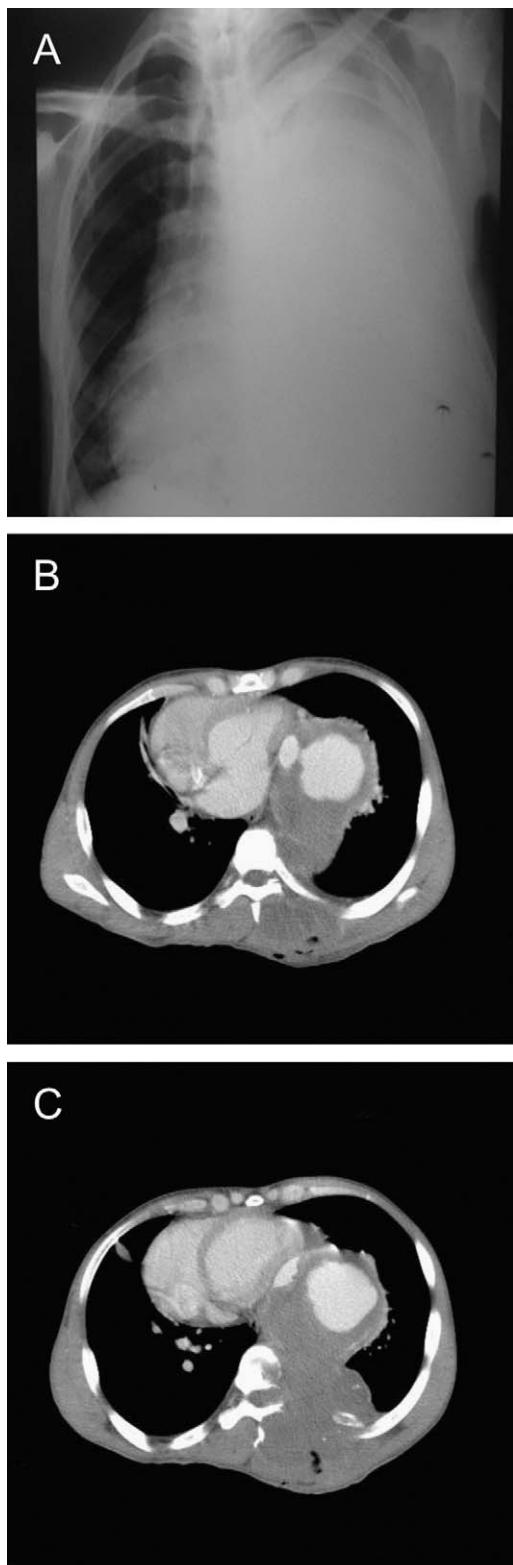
Estudios por imágenes preoperatorios. A: radiografía de tórax de frente. B y C: tomografía computarizada de tórax con contraste intravenoso donde se visualiza el relleno de contraste radioopaco dentro del seudoaneurisma y el deterioro de la pared torácica (erosión de vértebras y costillas).
